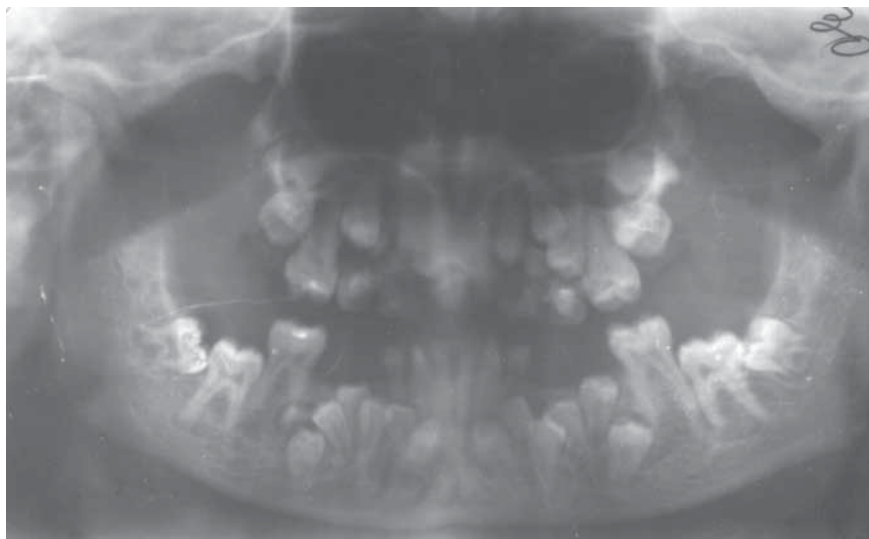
Ортопантомограмма пациентки К-й, С., 14 лет, с множественной ретенцией зубов и наличием значительного количества ретенированных сверхкомплектных зубов на участке премоляров на фоне черепно-ключичного дизостоза
